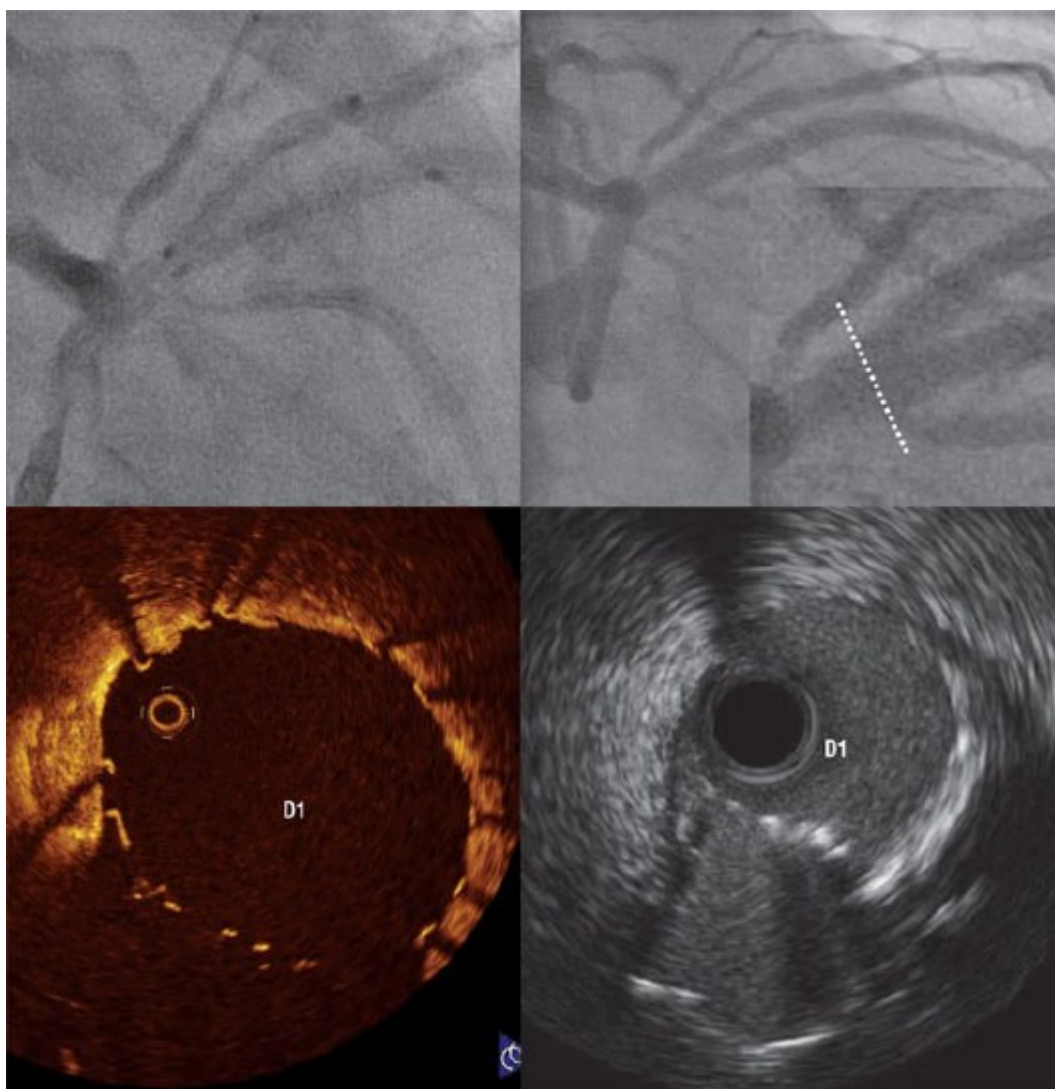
Имплантация стентов с одновременным раздуванием двух баллонов (метод "целующихся баллонов") при бифуркационном поражении передней нисходящей артерии и первой диагональной ветви (D1). Два стента перед имплантацией показаны в верхнем левом ряду. Результат представлен в правом верхнем ряду: увеличенное изображение соответствующей позиции датчика оптической когерентной томографии (снизу слева) и внутрисосудистые ультразвуковые срезы (снизу справа). Обратите внимание: оптическая
